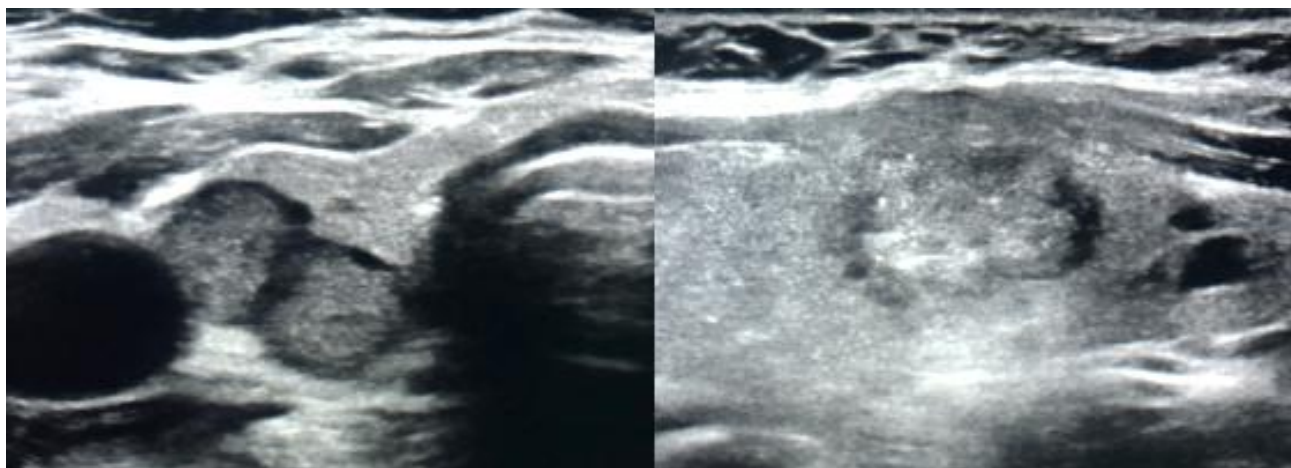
Estudio de ecografía tiroidea en escala de grises, en la imagen A dos nódulos tiroideos TIRADS 2 ACR con marcado Halo hipoecoico, su reporte de BAAF con Bethesda II y reporte histopatológico correspondiente a tumor folicular benigno. En imagen B nódulo TIRADS 5 con áreas de halo hipoecoico irregulares así como áreas de ausencia del mismo, su reporte de BAAF con Bethesda IV y reporte histopatológico corresponde a carcinoma papilar de tiroides. Elaboración propia, Fuente: Expediente clínico de paciente que acudio al servicio de radiología e imagen del CEMENAV.
